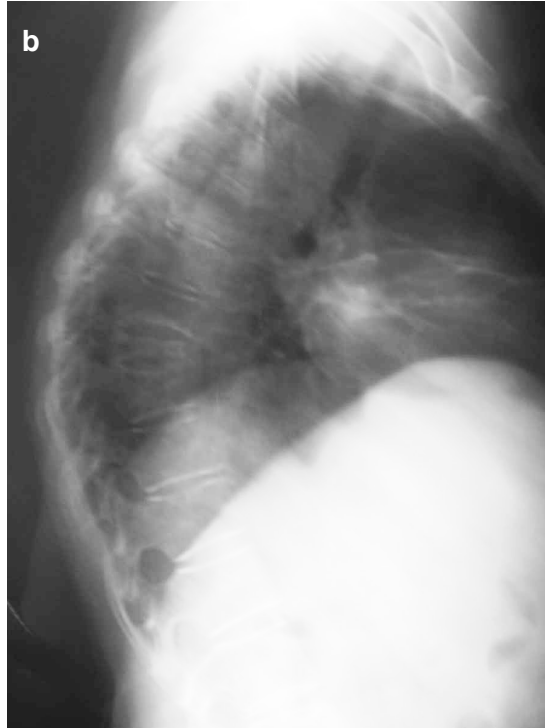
Maling melanom tanısı konulmuş 53 yaşındaki bir erkek hastada ani başlayan bel ağrısı yakınması mevcut. Çektirilen ön-arka grafide L2 vertebrada kompresyon kırığı ile birlikte sağ pedikülde silinme gözleniyor (a). Aynı hastanın yan grafisinde L2 vertebra gövdesinde litik değişiklik ile birlikte yükseklik kaybı izlenmektedir (b).
